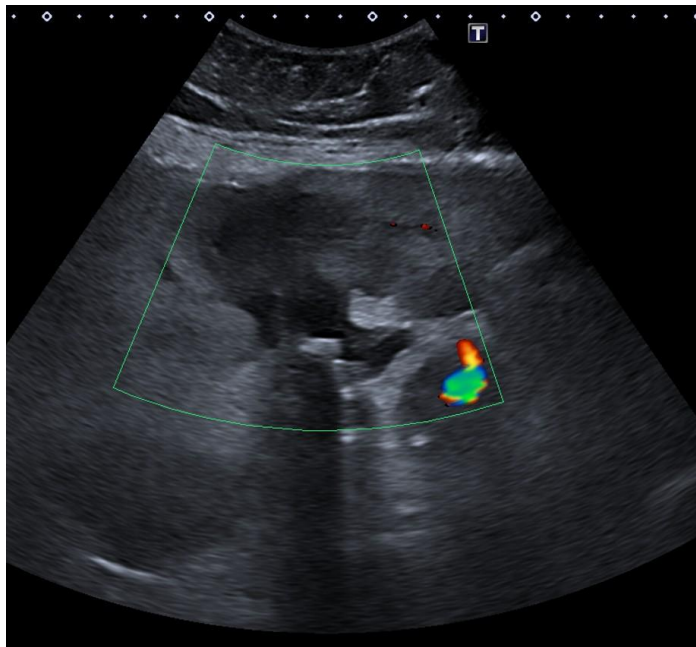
Ecografía. Lesión hipoecogénica heterogénea en el lecho vesicular que infiltra segmentos hepáticos adyacentes. Se observan varias litiasis en su interior.*
